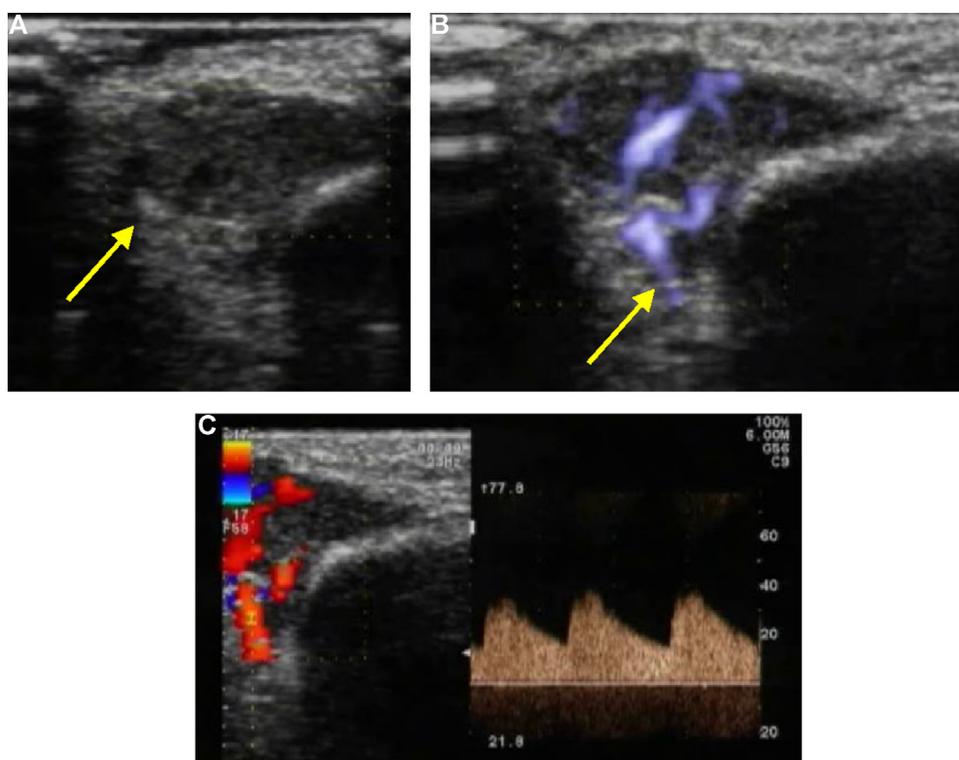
Hémangiome au canthus interne gauche chez un enfant de 7 mois. A. Image échographique en mode B. B. Image en mode Doppler « large-bande » (e-Flow®) de la vascularisation de l'hémangiome, montrant l'artère nourricière. C. Enregistrement au Doppler à émission pulsée montrant un indice de résistance égal à 0,65.
